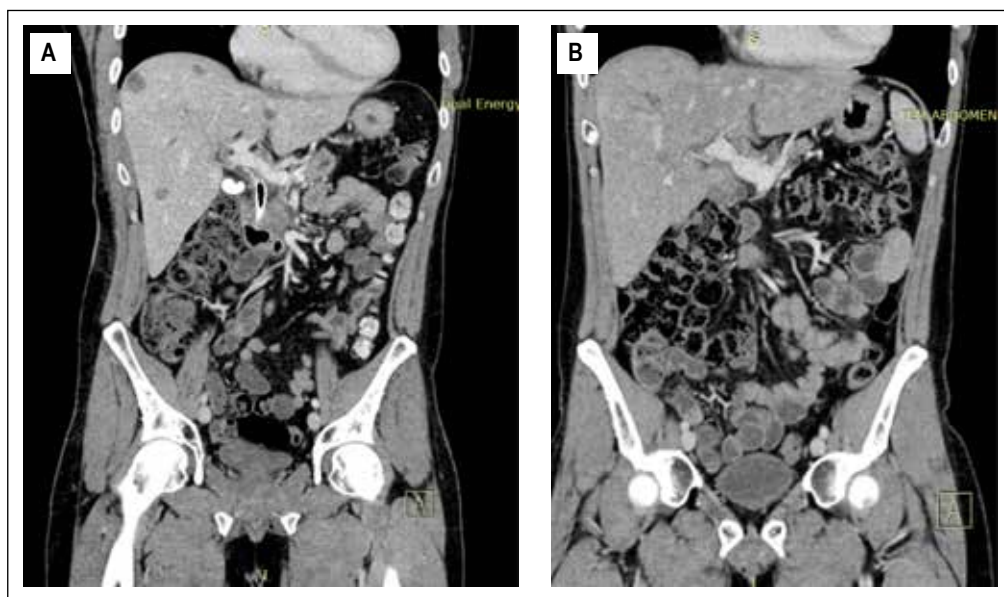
A) Tomografía inicial. Ca 19-9:50 000. B) Tomografía 6 meses después de QT (prequirúrgica). Ca 19-9: 110.
